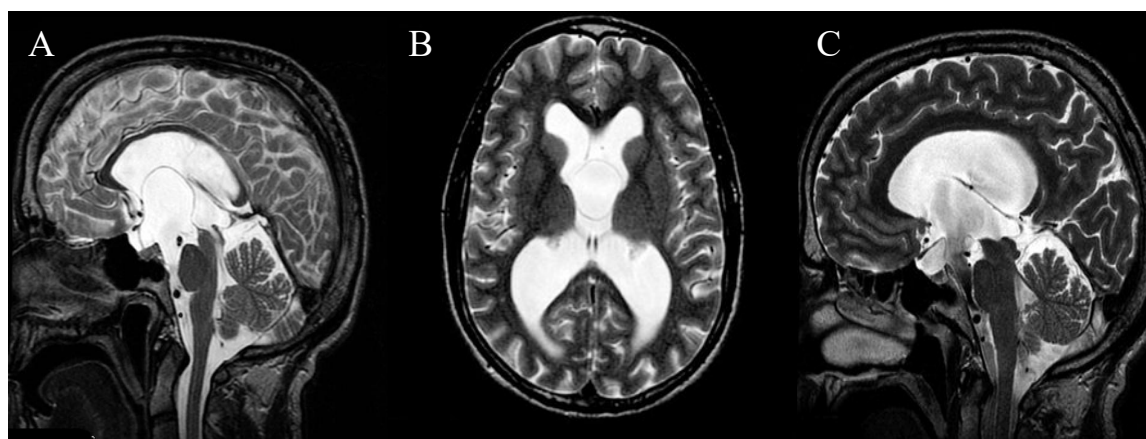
Спостереження № 22. МРТ головного мозку. Ознаки арахноїдальної кісти супраселярної локалізації: А – Т2-зважені зображення в сагітальній площині; В – Т2-зважені зображення в аксіальній площині, С – стан після ендоскопічної ВКЦС у режимі CSF-drive.
